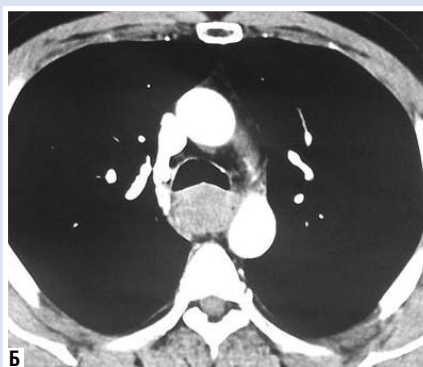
Фотографии рентгеновских компьютерных томограмм, на которых выявлен опухолевый стеноз пищевода с частичным сужением просвета трахеи
